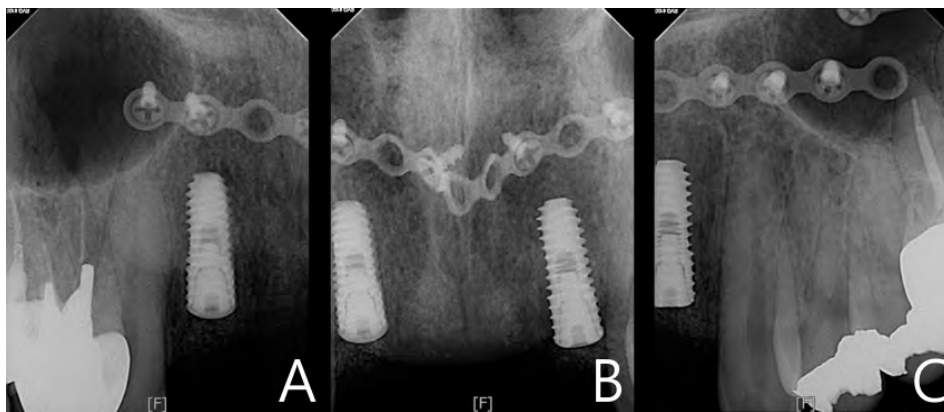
(A-C) Periapical x-ray images after extraction and immediate implant installation.
